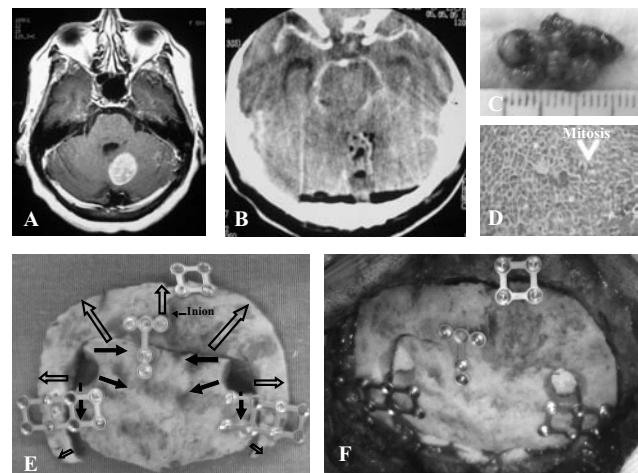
Caso 1. Imagen de resonancia magnética axial, T-1 con gadolinio, antes A, y tomografía (inmediata) axial contrastada, después B, de la resección de una metástasis cerebelosa por adenocarcinoma primario en mama C,D, mediante craneotomía suboccipital concéntrica media, colgajo óseo E con trépanos iniciales, disección dural inicial (flechas en negro), disección subsiguiente (flechas abiertas) y la recolocación del colgajo óseo F.
